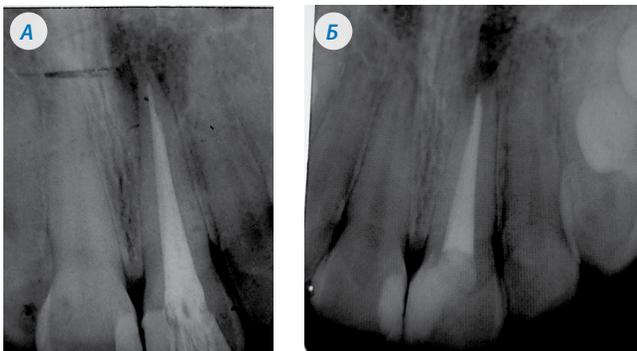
Рентгенограммы 2.1 зуба пациентки С. до лечения (А) и через 1 месяц после лечения (Б)
